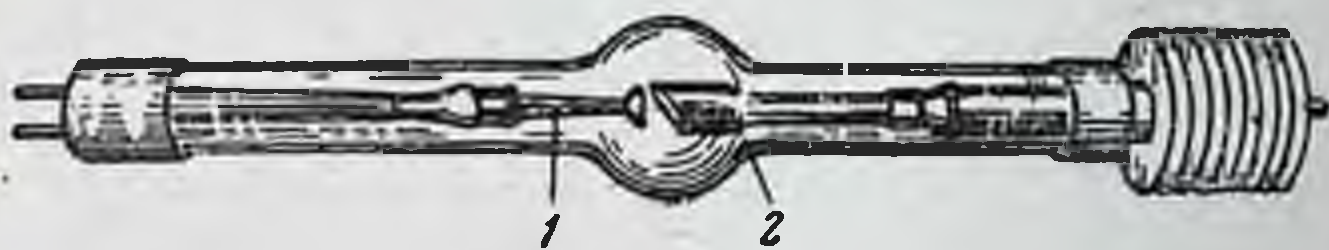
Рентгеновская трубка.
